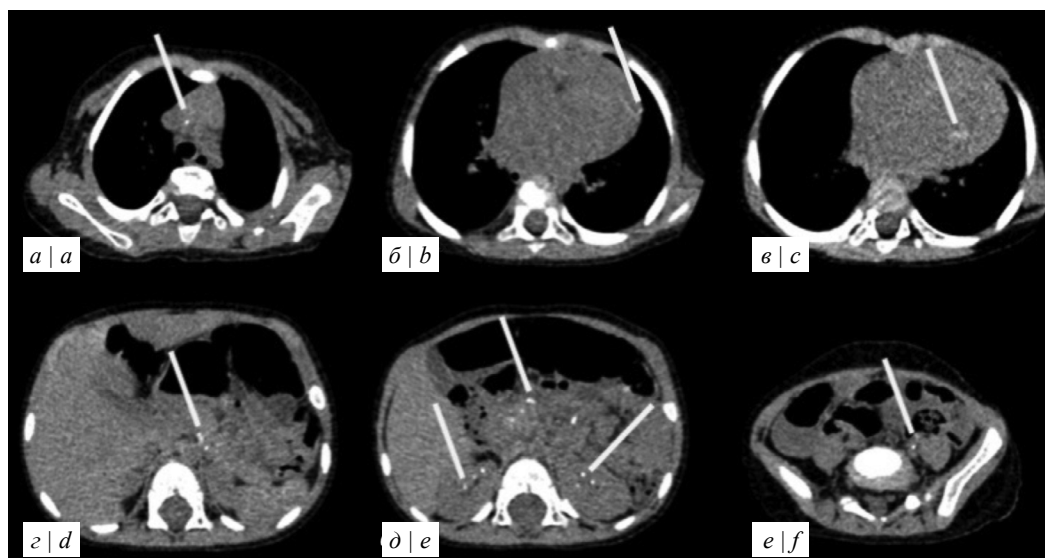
КТ пациентки А. без контрастирования. Аксиальные срезы.
